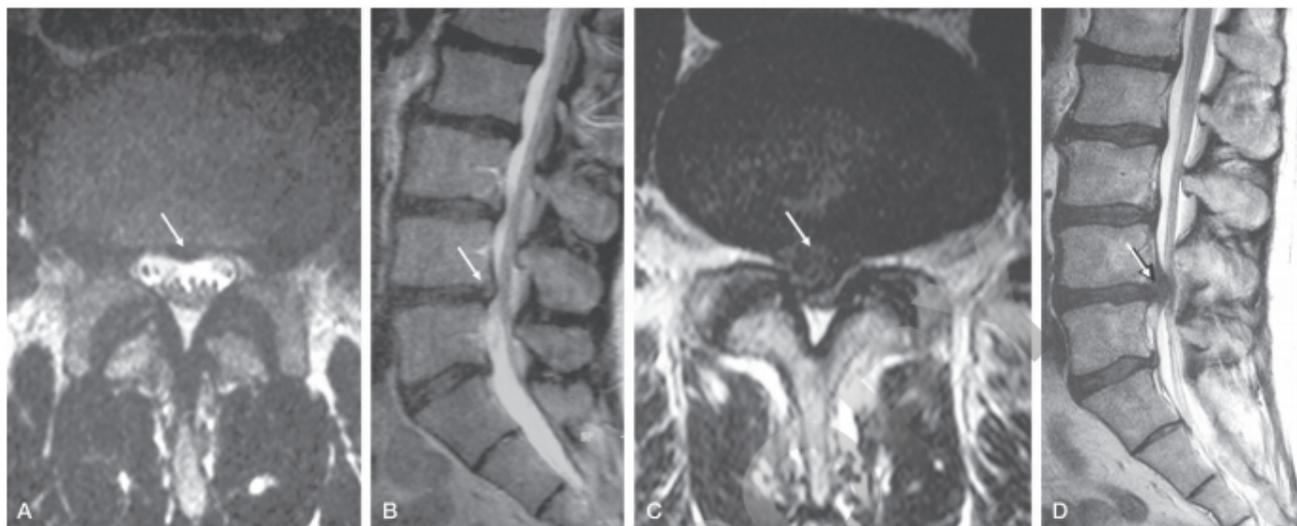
Hernia discal masiva con paraplejía. A y B. Primera RM practicada por lumbago. Discreta protrusión discal L4-L5. C y D. Segunda RM 2 meses después. Tras un esfuerzo, paraplejía aguda. Hernia masiva con compresión de la cola de caballo.
